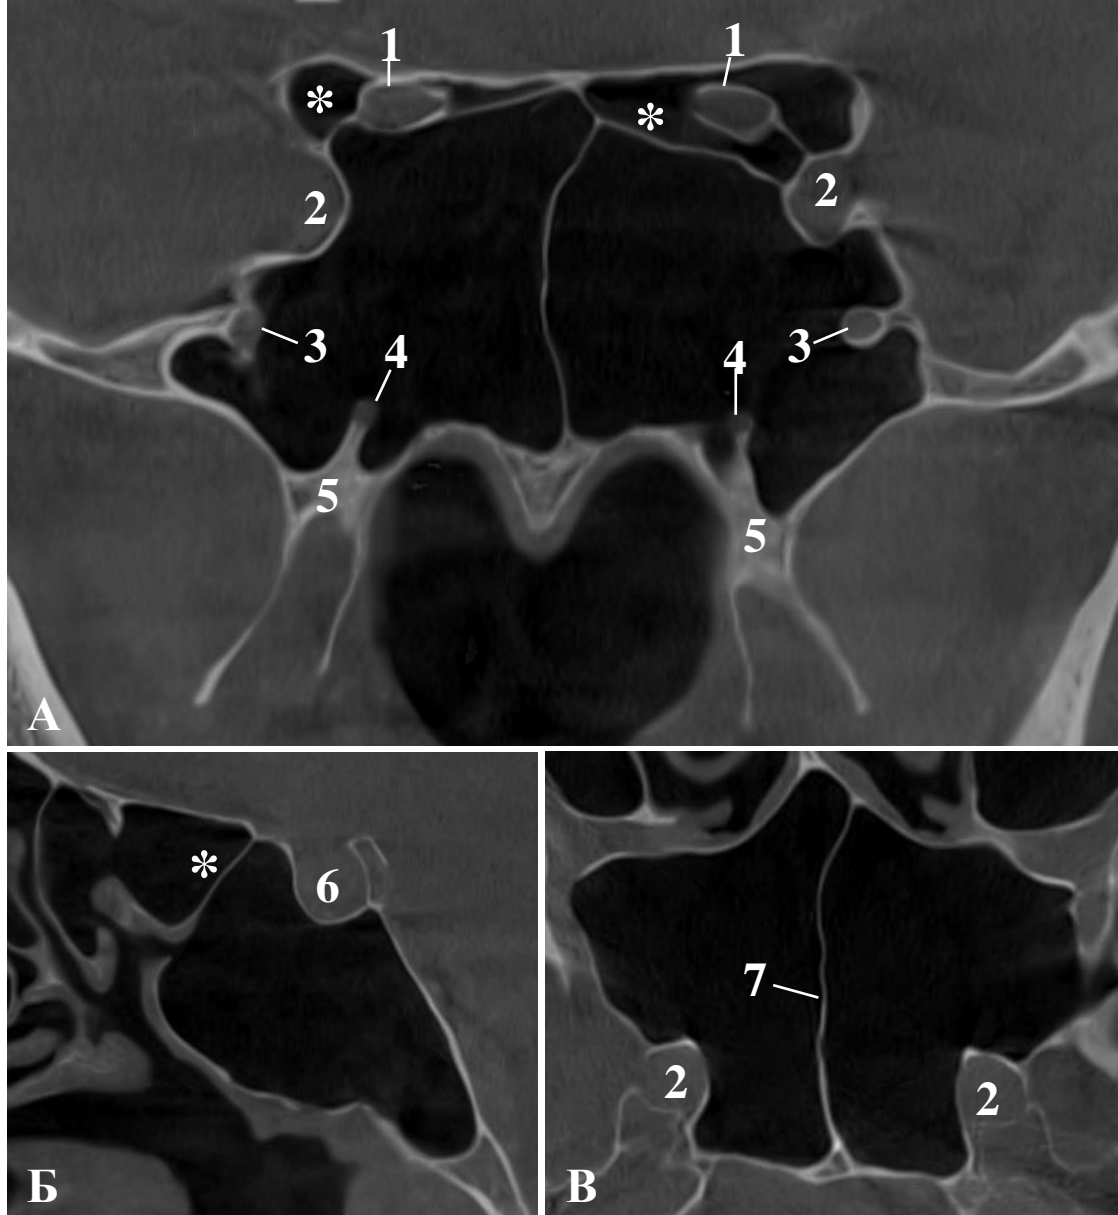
Гиперпневматизация клиновидной кости. Двусторонняя протрузия внутренней сонной артерии, верхнечелюстного нерва, нерва крыловидного канала в пазуху и зрительного нерва в клетки Оноди (*). 1 – зрительный канал; 2 – внутренняя сонная артерия; 3 – круглое отверстие, 4 – крыловидный канал; 5 – крыловидный отросток; 6 – турецкое седло, 7 – перегородка пазухи клиновидной кости. КЛКТ, корональный (А) и сагиттальный (Б) и аксиальный (В) сканы
